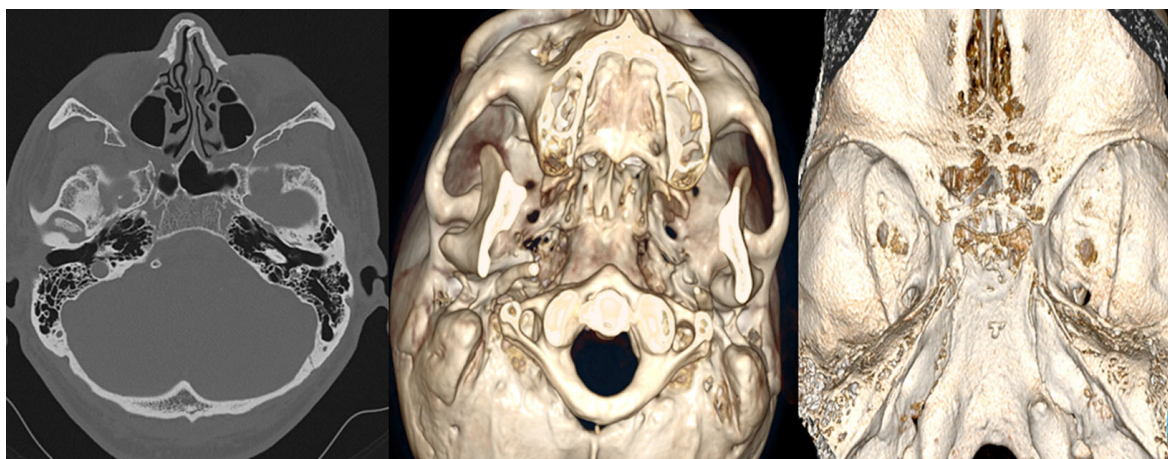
Пациент И., МСКТ головного мозга в костном режиме: в пирамидах височной кости с обеих сторон отсутствует канал внутренней сонной артерии. Источник: составлено авторами
